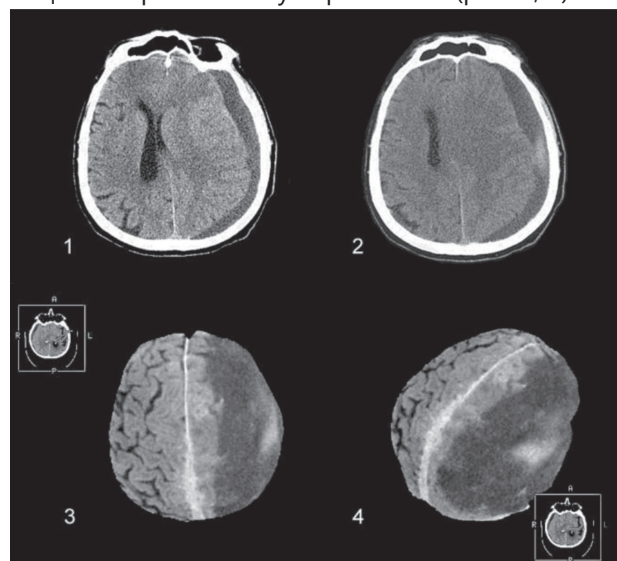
Типичная КТ картина ХСГ.
